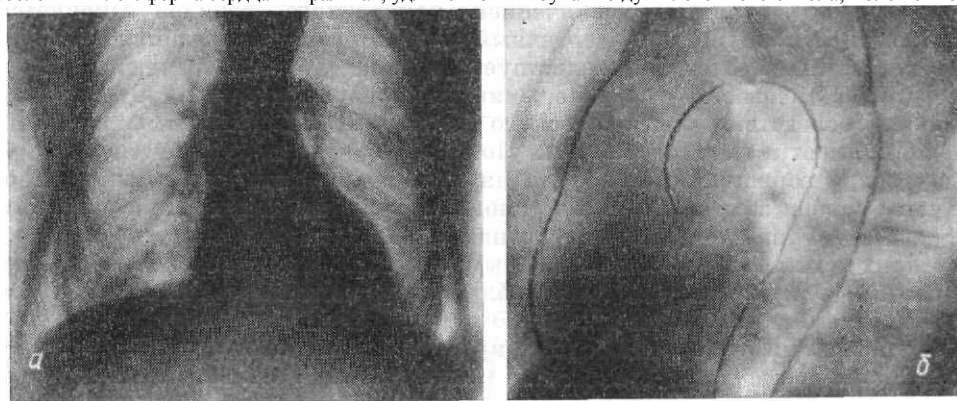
Рентгенограммы органов полости грудной клетки в прямой (а) и левой передней косой (б) проекциях. Старческий возраст. Аортальная форма сердца, низкое расположение предсердно-сосудистого угла, сосудистый пучок удлинен, аорта неравномерно обызвествлена.
